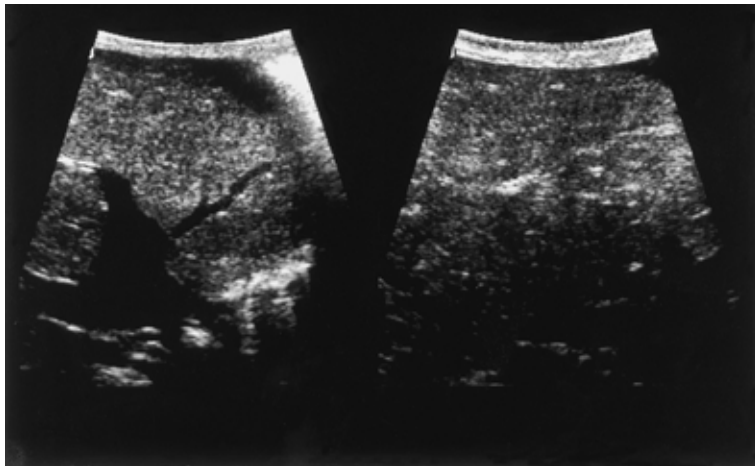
症例1の肝エコー図：著明な肝静脈の鬱帯(左)と粗大な肝実質エコーパターン(右)を認める。
